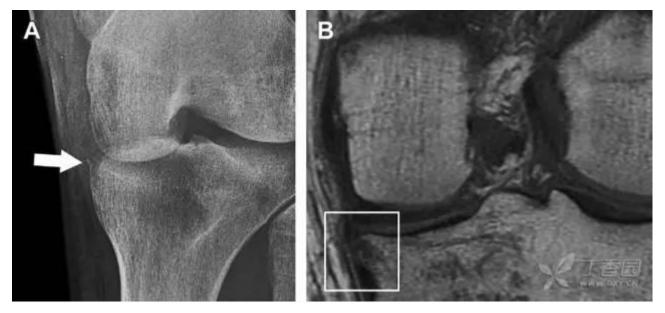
一位足球运动员的反向 Segond 骨折。A 正位片示关节线处的胫骨内侧见一细小骨折片(箭头)。B MRI 冠状位 T1 加权像示骨折片出现在内侧副韧带关节囊附着处(方框)
